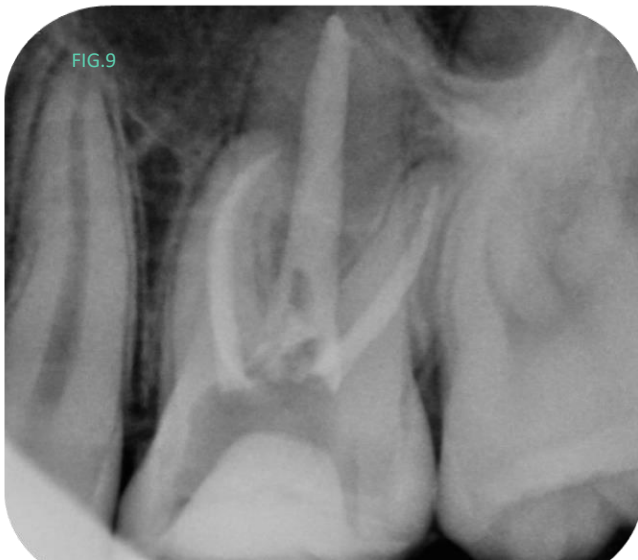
Radiografía final
